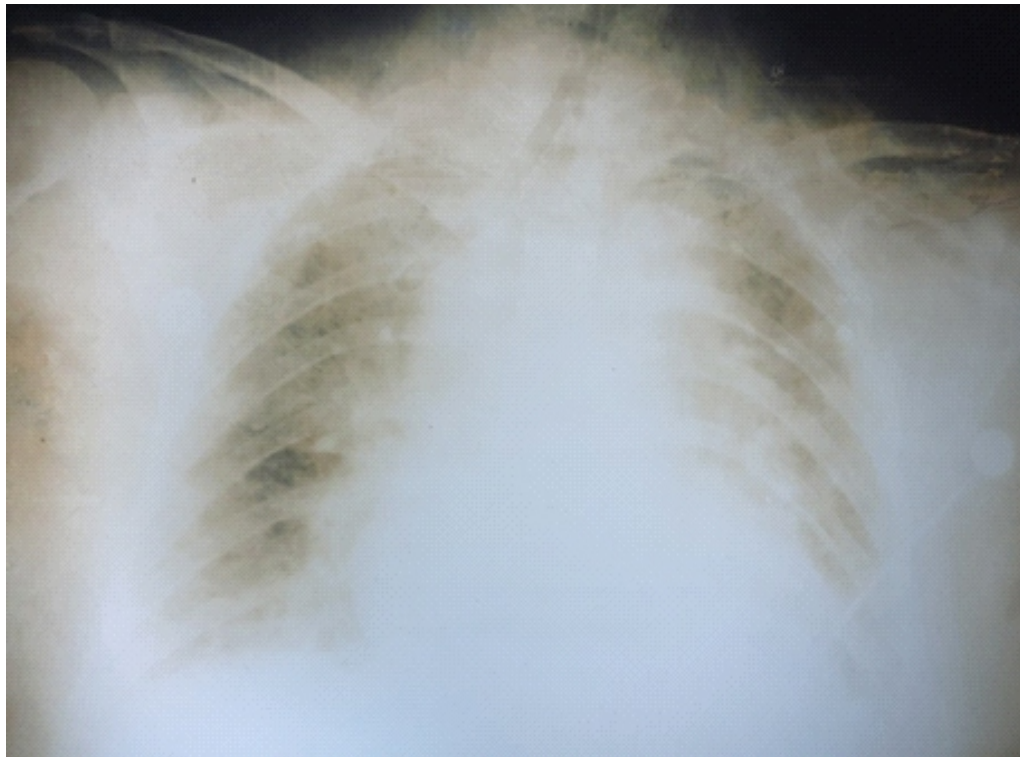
Radiografía de tórax al ingreso: se observa patrón intersticial alveolar difuso bilateral
